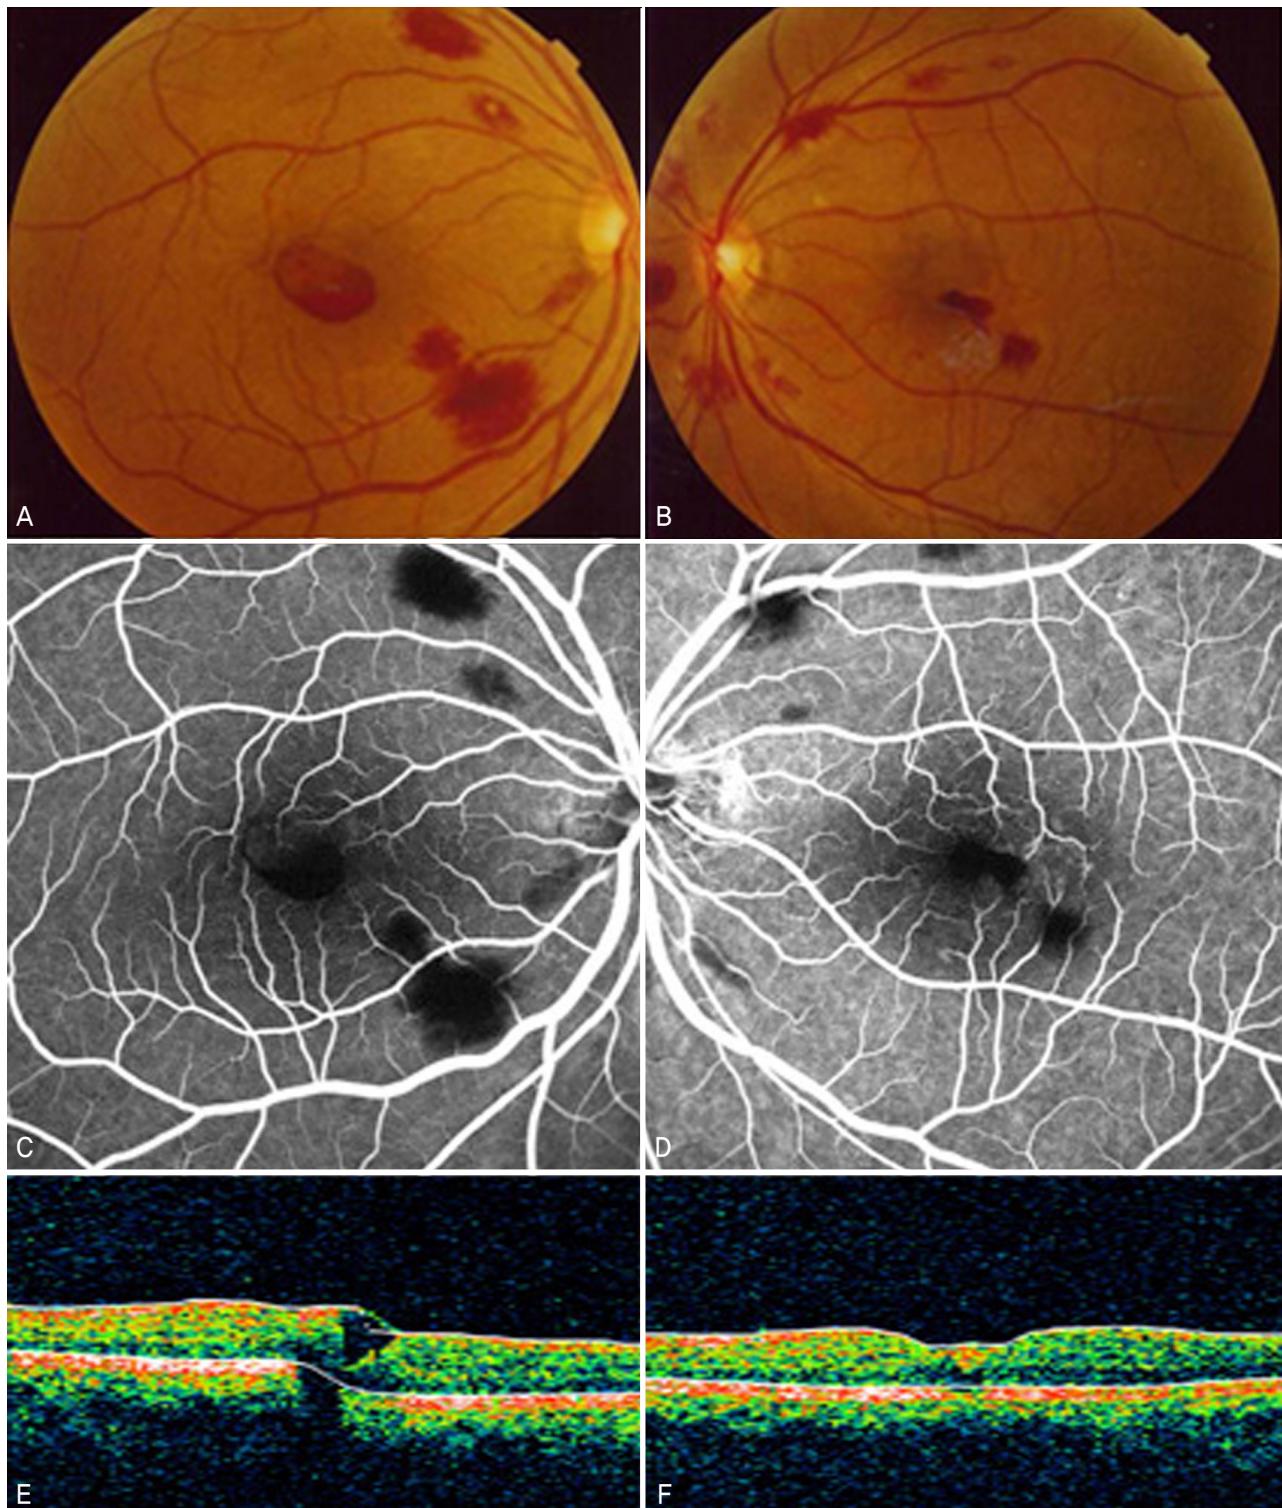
The fundus photograph, fluorescein angiograph, and optical coherence tomography (OCT) of the patient infected by *Plasmodium vivax* at 49 days after initial visit. (A), (B) The fundus of both eyes shows the multiple retinal hemorrhages in the posterior pole and preretinal hemorrhage in the macula area of the right eye. The retinal hemorrhages of the left eye increased. (C), (D) Fluorescein angiography shows blocked fluorescence due to the multiple retinal hemorrhages in the posterior pole and preretinal hemorrhage in the macula area. (E), (F) Central macular thickness are 358 μm in the right eye and 239 μm in the left eye. Segmentation error is noted in the OCT of the right eye due to preretinal hemorrhages at the fovea.
